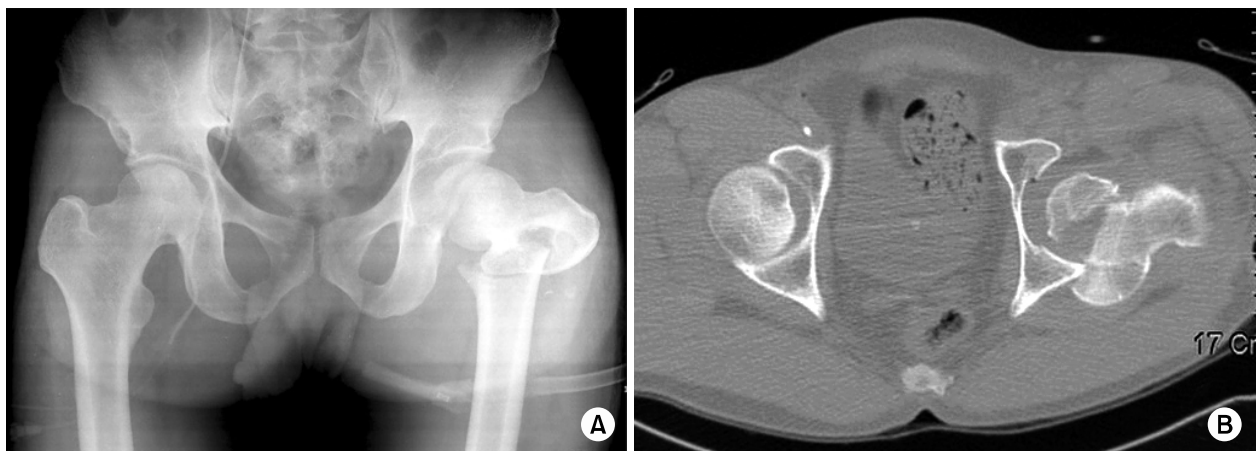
(A) Anteroposterior Hip radiograph shows left femoral head fracture and combined ipsilateral intertrochanteric fracture. (B) Axial CT image shows large fracture fragment of femoral head and posterior hip dislocation in the left hip joint.
